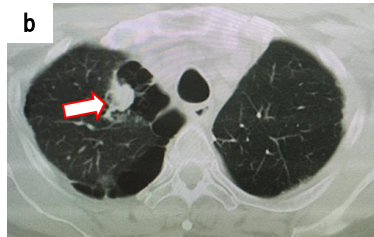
a)術後の経過観察中のCT像、b)3年後に対側に腫瘍が出現。c)切除1年後に再発した
